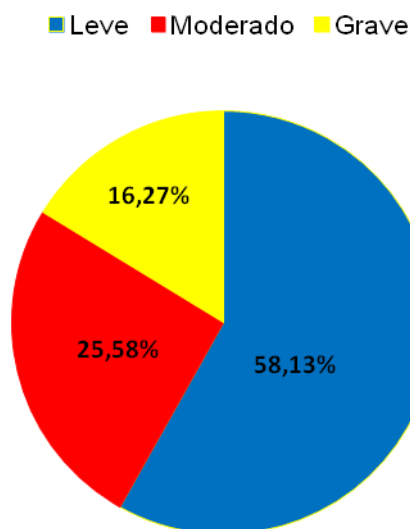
Comprometimento Pulmonar na TC.
